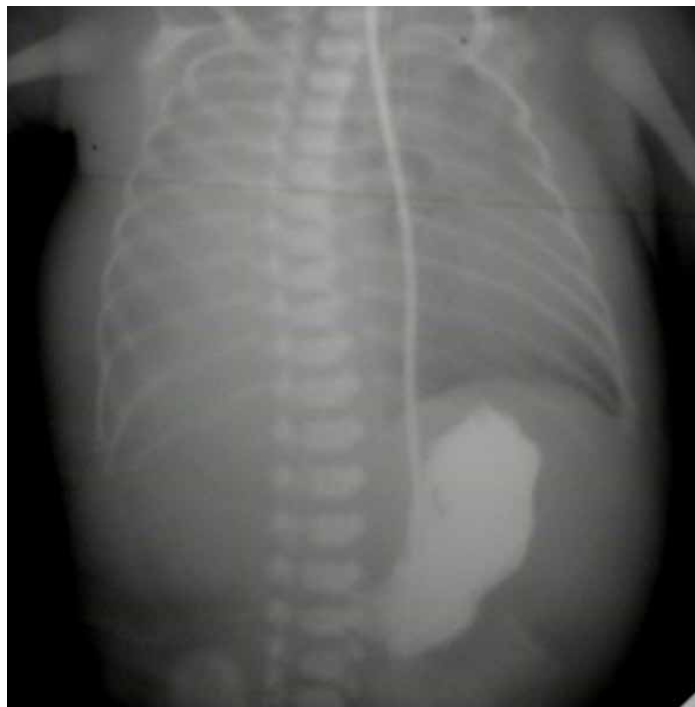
Рентгенограма ОГК і ОЧП з контрастуванням шлунку
